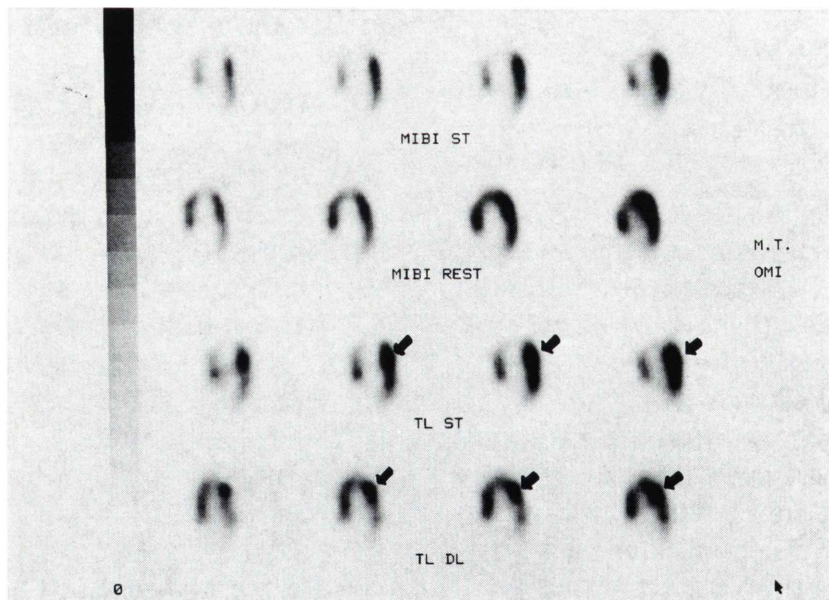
The four contiguous horizontal long-axis slices of post-exercise and rest ^{99m}Tc -MIBI (top) and post-exercise and 3 hours delayed ^{201}Tl (bottom) SPECT images of a patient with anterior and septal wall infarctions. "Redistribution" in apex and septal walls is noted on both images. Increased uptake in papillary muscle is noted on ^{201}Tl scan (arrows).
